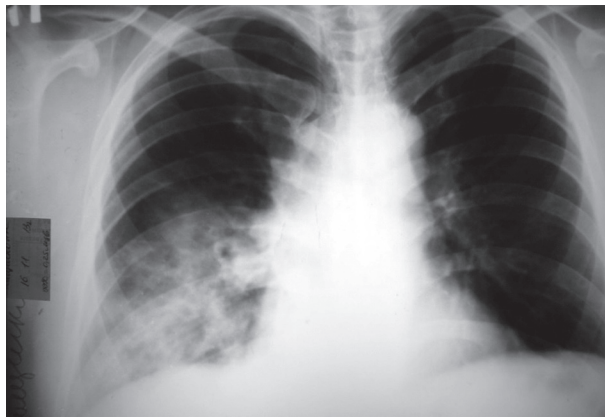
Рентгенограма ОГП в прямій проекції хворого С. на першу добу госпіталізації
